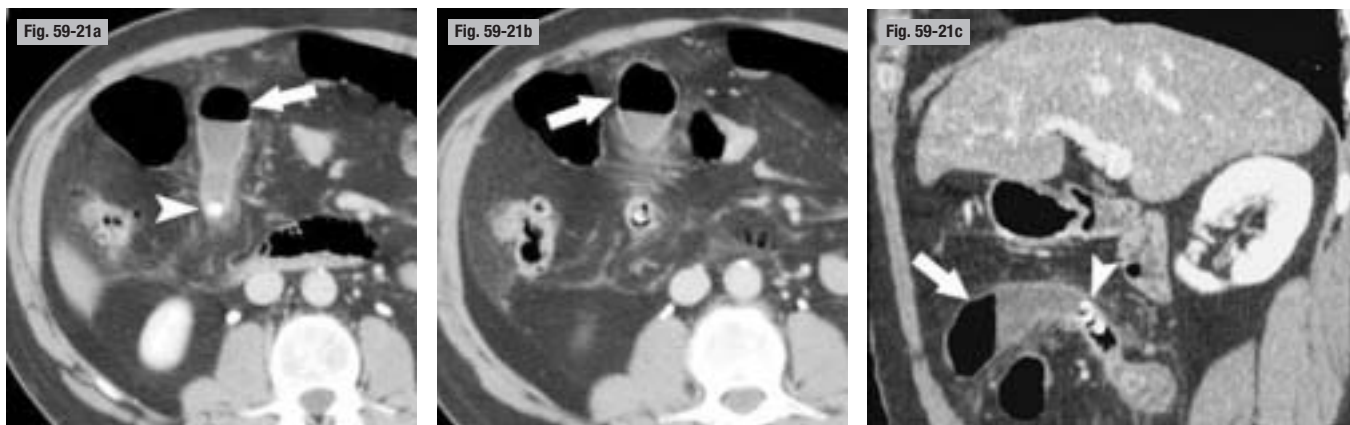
Diverticule de Meckel géant. TDM. a et b) Coupes axiales. c) Reconstruction coronale. Un syndrome subocclusif a motivé la TDM qui montre la formation intestinale (flèches), implantée perpendiculairement au grêle et dont la lumière renferme des coprolithes (têtes de flèche). La migration d'autres coprolithes a provoqué l'épisode subocclusif. L'intervention confirme le diverticule de Meckel.
